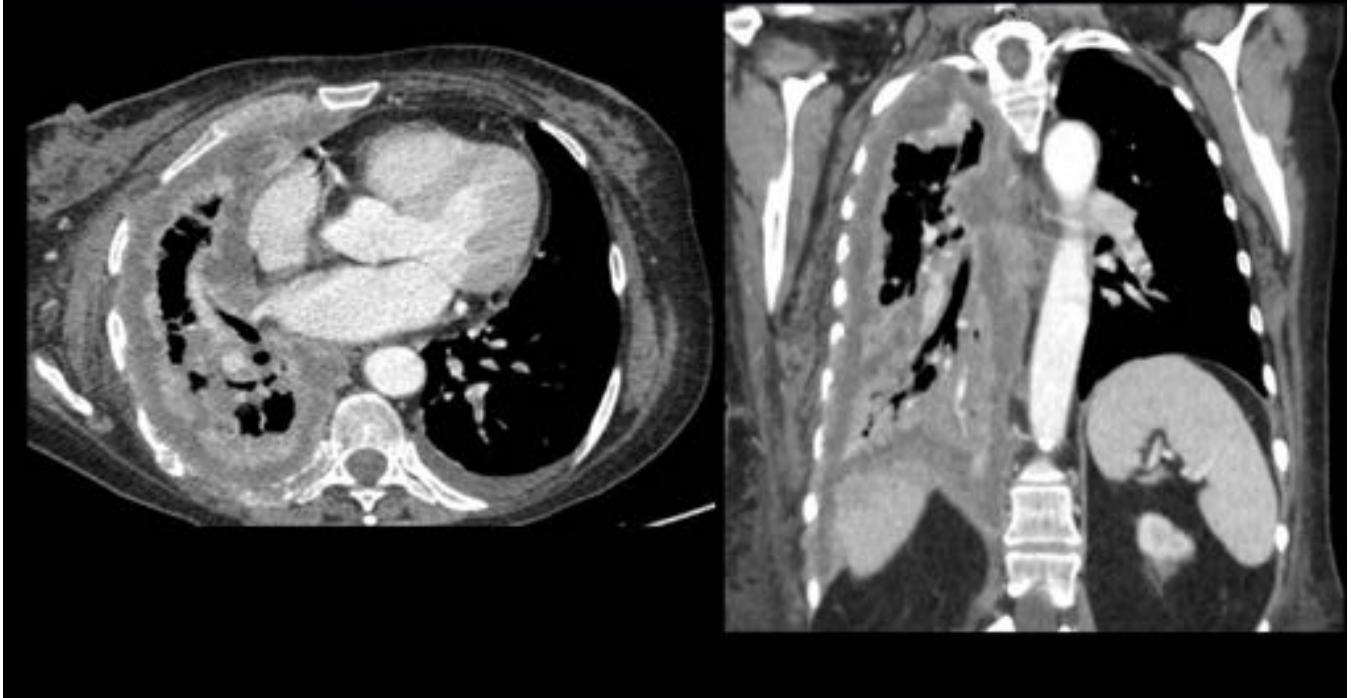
Metástasis Pleurales. Mujer de 62 años de edad con metástasis pleural de adenocarcinoma de pulmón. Cortes axial y coronal de TC. Engrosamiento irregular y nodular de la pleura visceral con marcado realce tras la administración de contraste. Derrame pleural ipsilateral.
